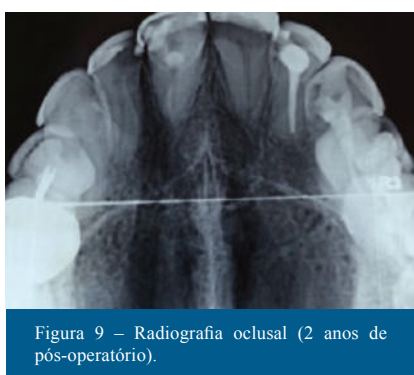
Radiografia oclusal (2 anos de pós-operatório).
